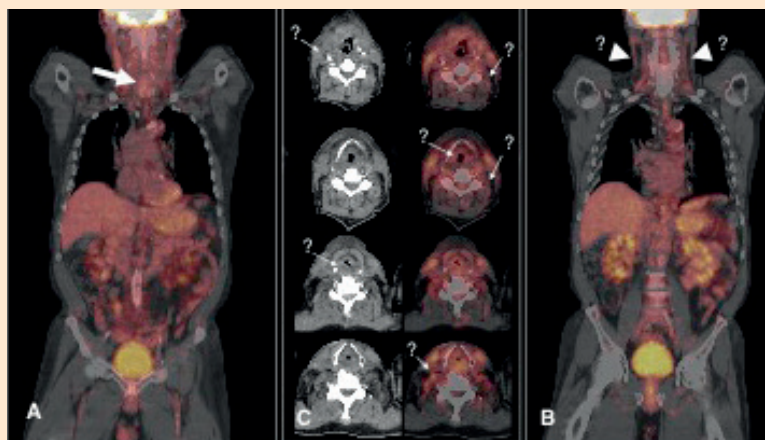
Cortes coronales de fusión PET-TAC (A y B) mostrando la desaparición del hipermetabolismo anómalo tras 12 semanas de la administración del tratamiento.
